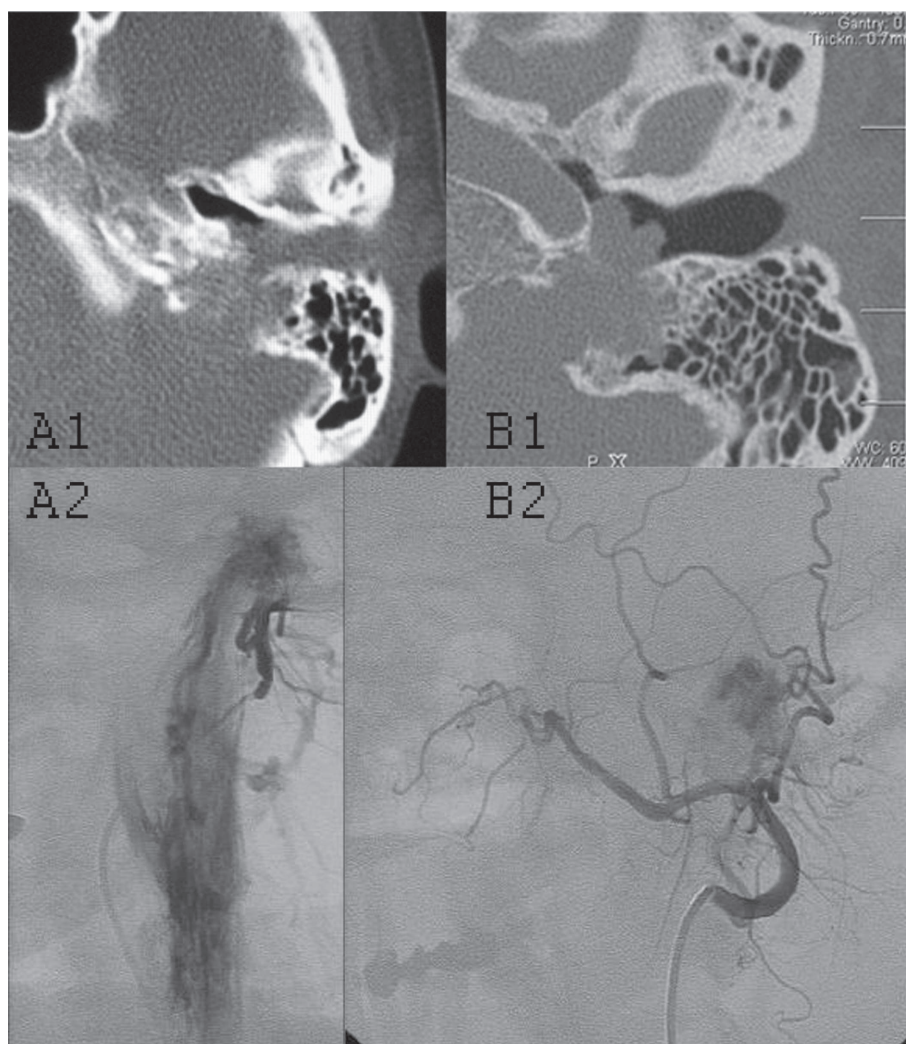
На данной иллюстрации отображены результаты исследования (компьютерная томография и ангиография) двух пациенток с гломусной опухолью. В обоих случаях на снимках компьютерной томографии костное дно яремной ямки не визуализируется (A1, B1), но связь опухоли с луковицей яремной вены неясна, на ангиограмме же все определяется достоверно - в одном случае опухоль не связана с луковицей (B2), в другом (A2) - распространяется до уровня седьмого шейного позвонка.
